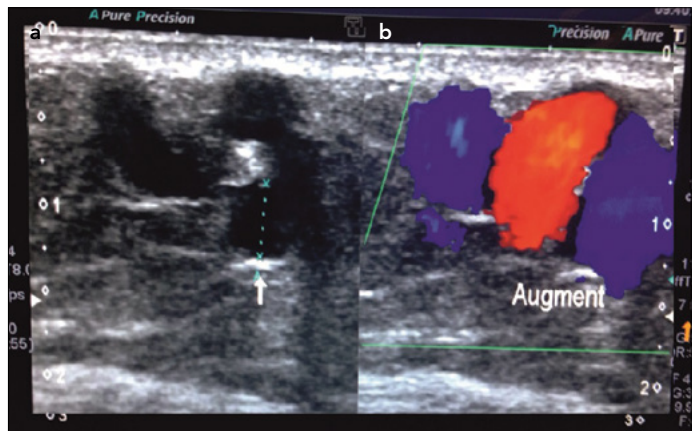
a, b. B-mode and color Doppler ultrasound transverse imaging taken at the middle of the thigh: (a) Subcutaneous tributary varicosity and (b) reflux flow in varicose veins
